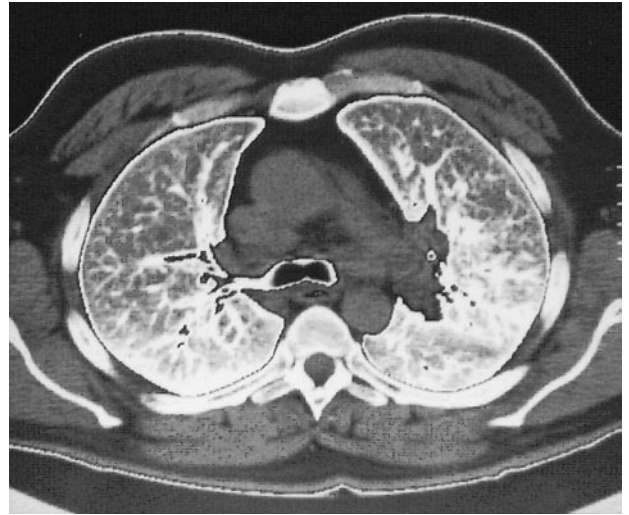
КТ органов грудной полости (до лечения)
